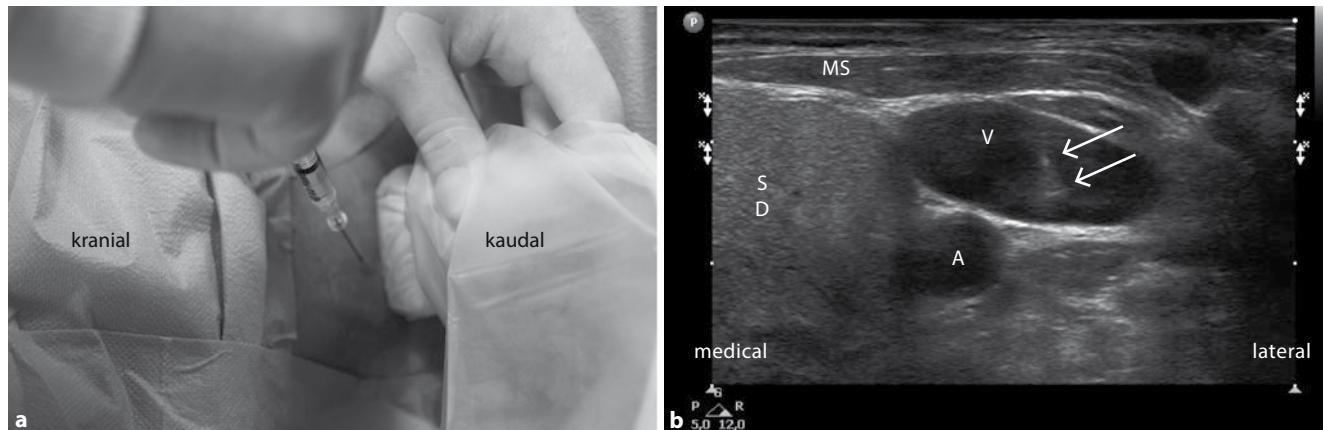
Ultraschallgestützte Punktion der rechten V. jugularis interna in der Muskellücke des M. sternocleidomastoideus (schwarze Linien). Der Ultraschallkopf wird oberhalb der Klavikula transversal anterolateral am Hals aufgesetzt. Die Vene wird in kaudaler Richtung in Out-of-plane-Technik punktiert. Im Sonographiebild ist die Kanüle in der Vene (V) zu erkennen (weiße Pfeile; A=A. carotis communis; MS=M. sternocleidomastoideus; SD=Schilddrüse)
